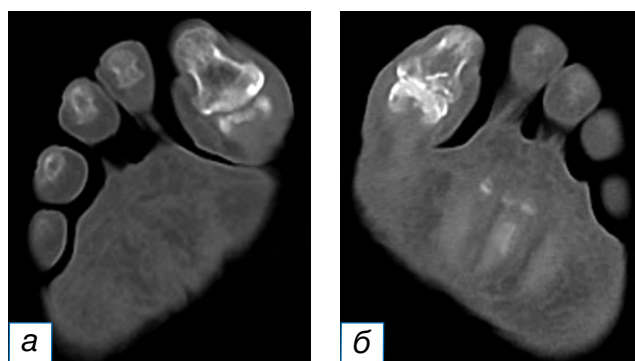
Компьютерная томография (а) правой (здоровая) и (б) левой (поражённая) стоп после проведённого лечения.
